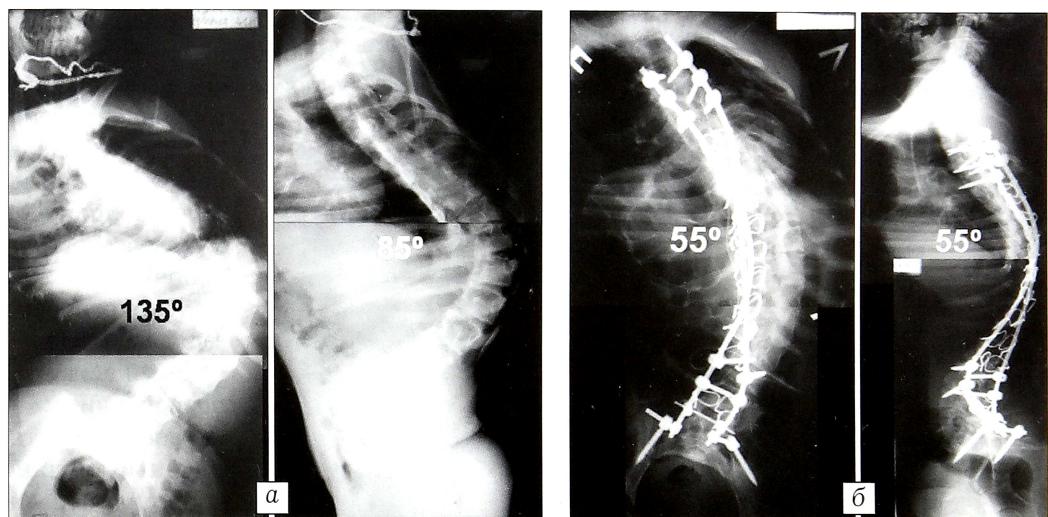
Рентгенограммы лежа до (а) и после (б) операции.
